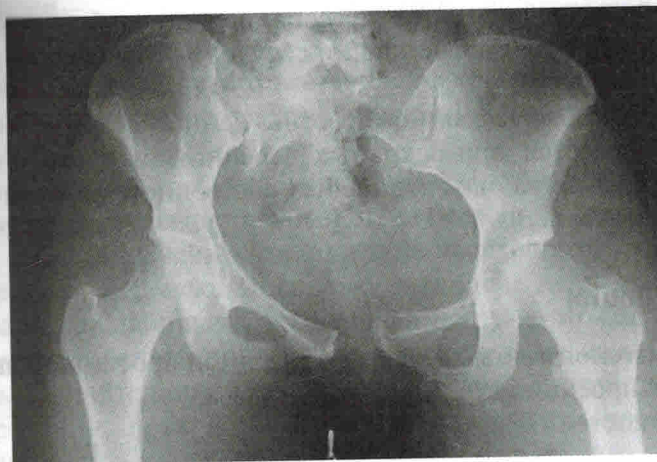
Рентгенограмма перелома костей таза с вертикальным сдвигом. Обратите внимание на асимметрию лобкового симфиза спереди и крестцово-подвздошных суставов сзади
